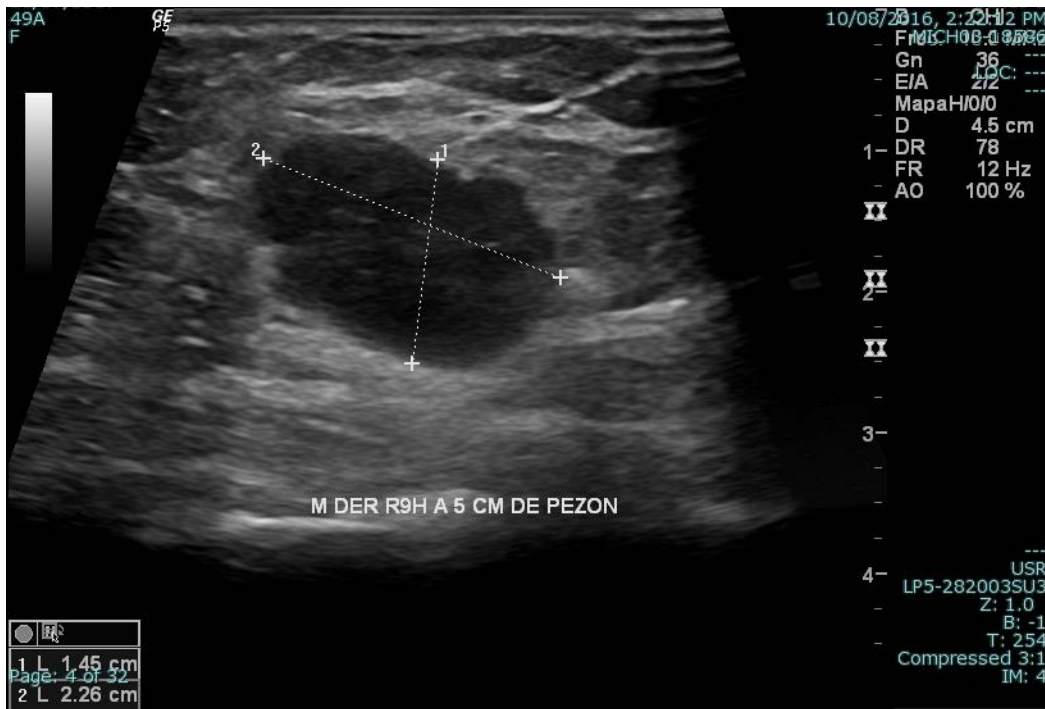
Carcinoma ductal invasivo grado 3 en una mujer de 49 años. Ultrasonido mamario que muestra una masa de forma irregular, orientación paralela, margen microlobulado, hipoecoica y realce posterior. Ésta masa fue categorizada como BI-RADS 5.
